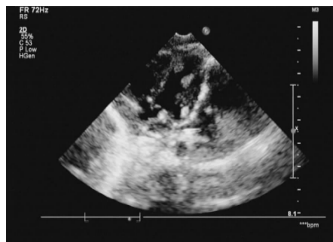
超声心动图示心脏左、右室壁多发高回声结节
